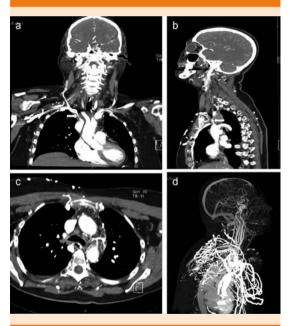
Tomografía de tórax contrastada de una paciente de 62 años de edad con timoma epitelioide. A y B. Compresión casi total de la vena cava superior por arriba de la vena ácigos (flecha). C. Venas colaterales dilatadas en tórax. D. Reconstrucción tridimensional con múltiples venas torácicas colaterales.
